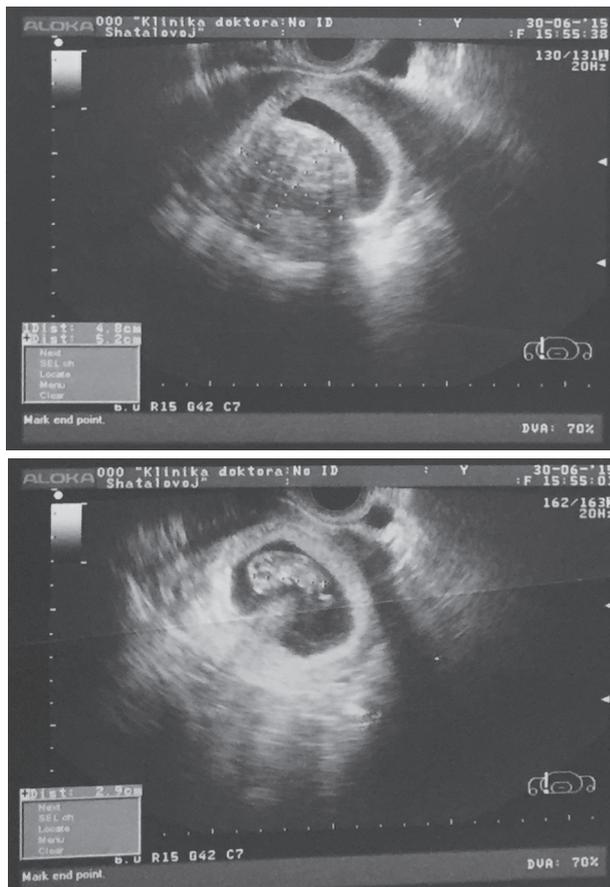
Акушерское УЗИ в сроке 10 недель по размеру плода.
